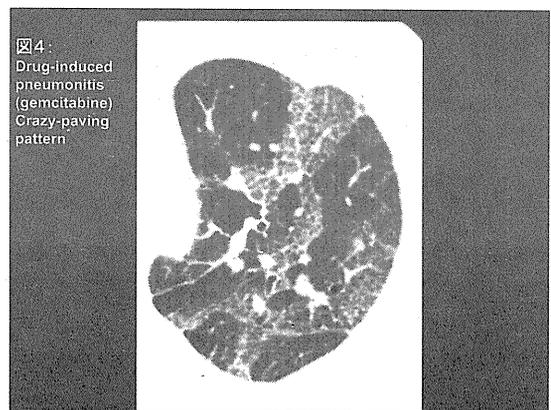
薬剤性肺炎 (gemcitabine) の胸部 HRCT 像。
